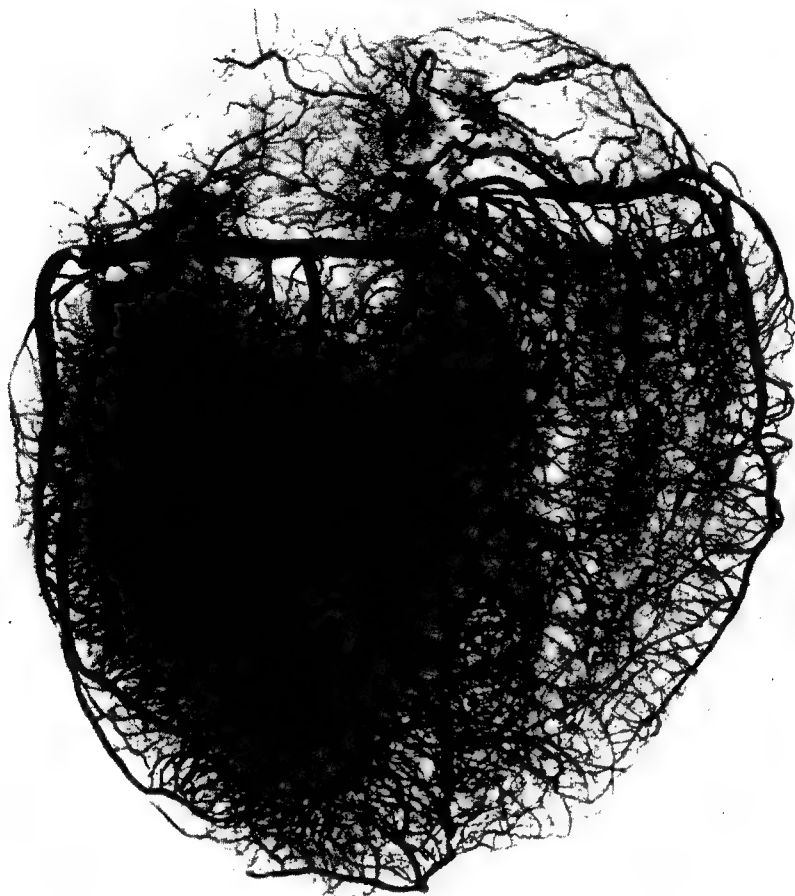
Внутриорганные артерии сердца. Рентгенограмма (по Р. А. Бардиной).
